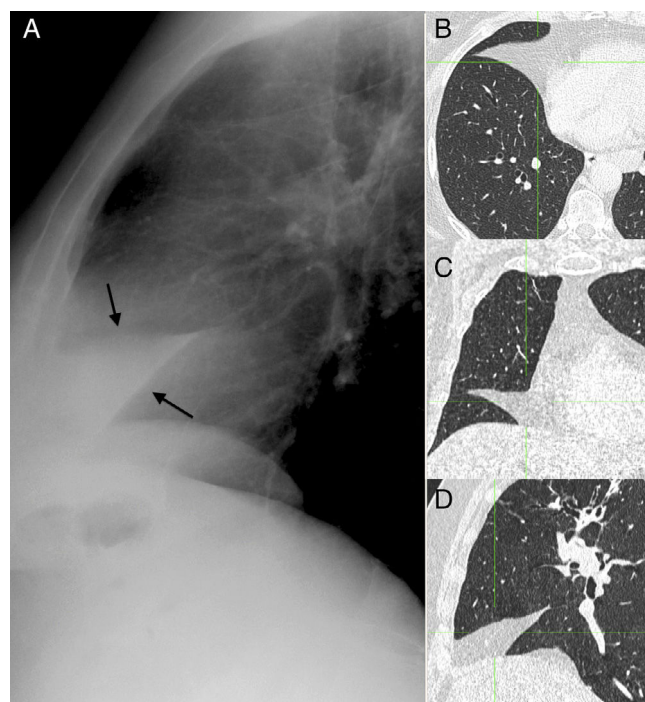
Grasa en la cisura mayor. A) Radiografía lateral de tórax que muestra un aumento de densidad triangular (entre flechas) en la parte inferior de la cisura mayor derecha. Imagen de tomografía computarizada axial (B), coronal (C) y sagital (D), que confirma el tejido graso en el interior de la cisura mayor derecha.
